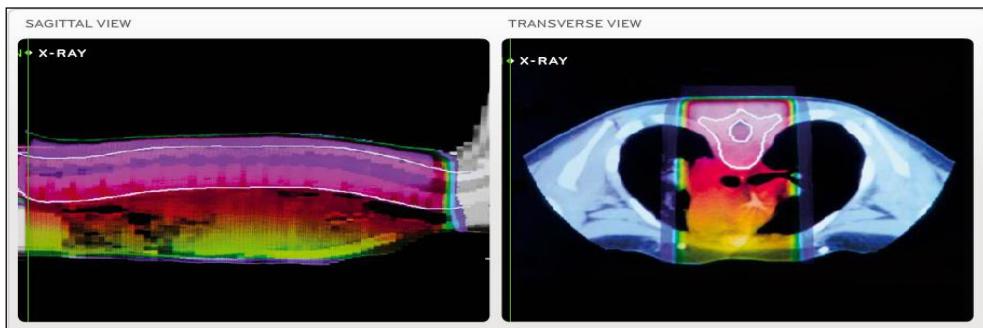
以 X-rays 進行放射治療之矢狀視圖和橫向視圖
